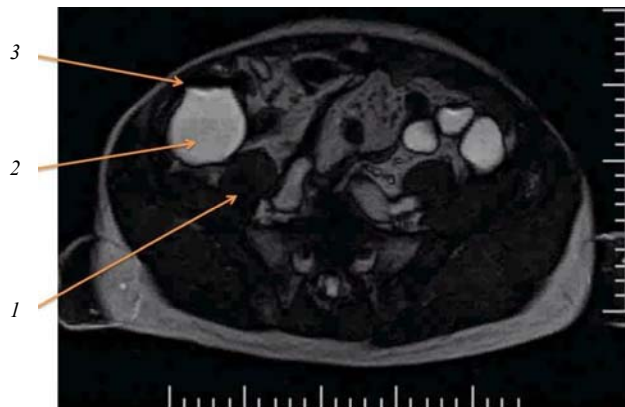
Положение купола слепой кишки (по данным МРТ): 1 — *m. ileocecus*; 2 — купол слепой кишки; 3 — передняя брюшная стенка
